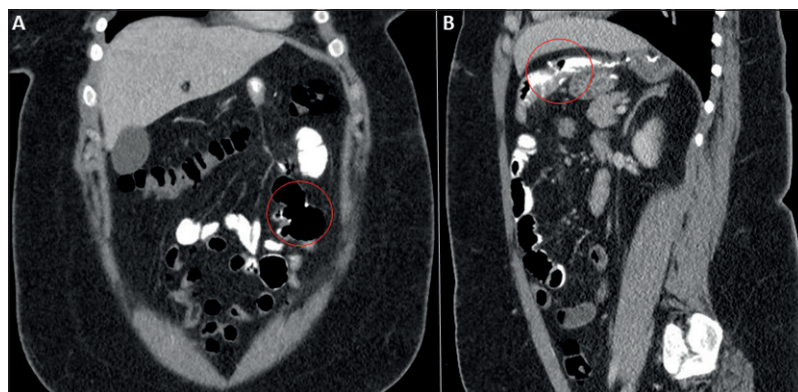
Tomografía computada de primera consulta al servicio de urgencias a seis días de la cirugía. En corte coronal (A) se observa la entero-enteroanastomosis (círculo) permeable sin filtración de contraste. En corte sagital (B) se observa la gastro-yeyunoanastomosis (círculo) permeable sin filtración de contraste.
